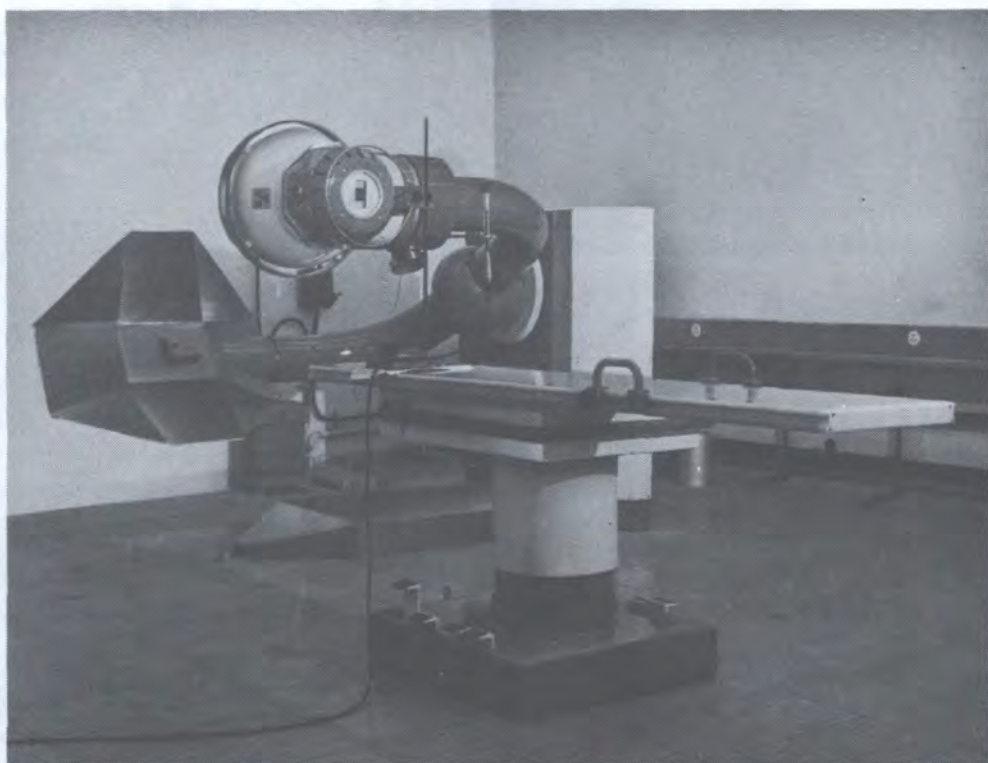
Нормальная ионизационная камера с параллельными пластинами, обеспечивающая первичные эталоны для рентгеновских лучей при напряжении до 300 кВ.
